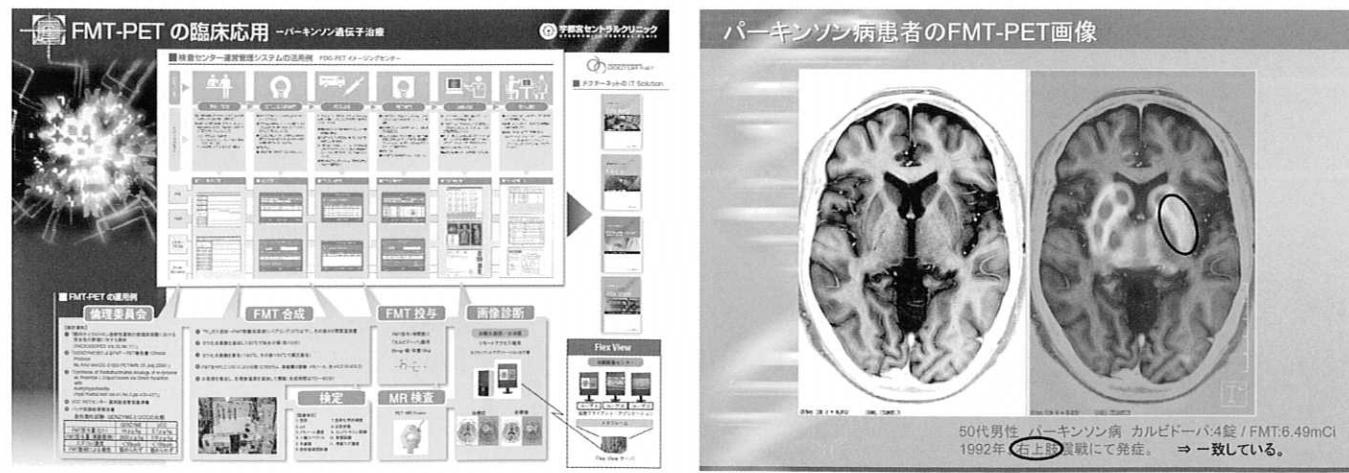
FMT-PETのトータルソリューションシステム
